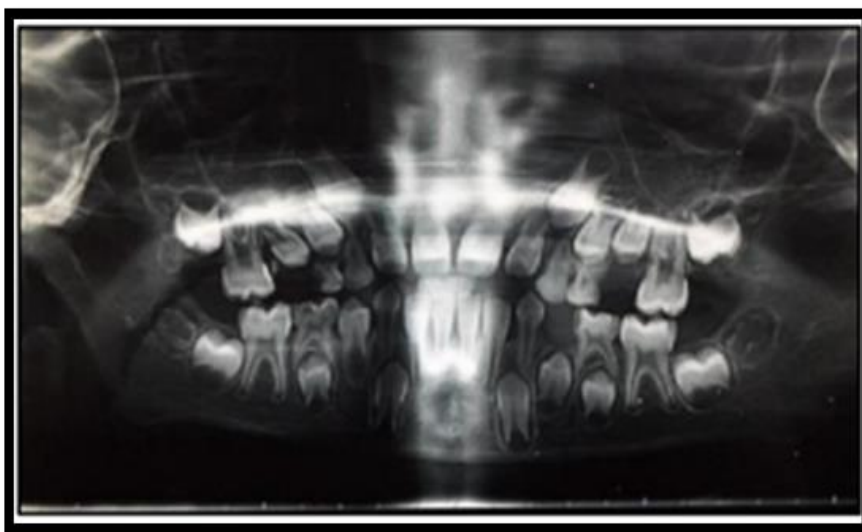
radiographie panoramique des maxillaires avant traitement (43)
